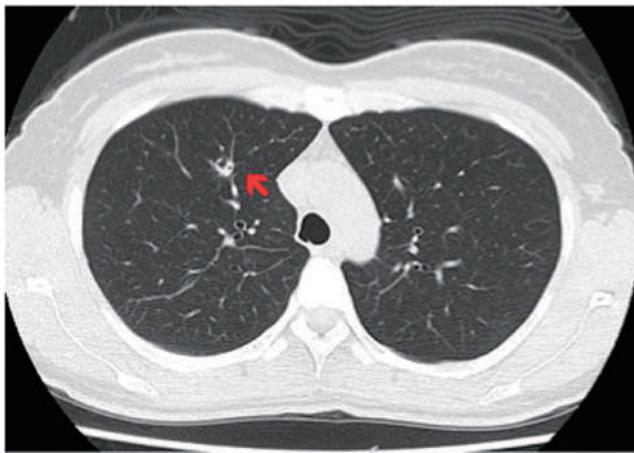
半年後のフォロー胸部CT. 右上葉に空洞を含む結節影(矢印)を認める。
